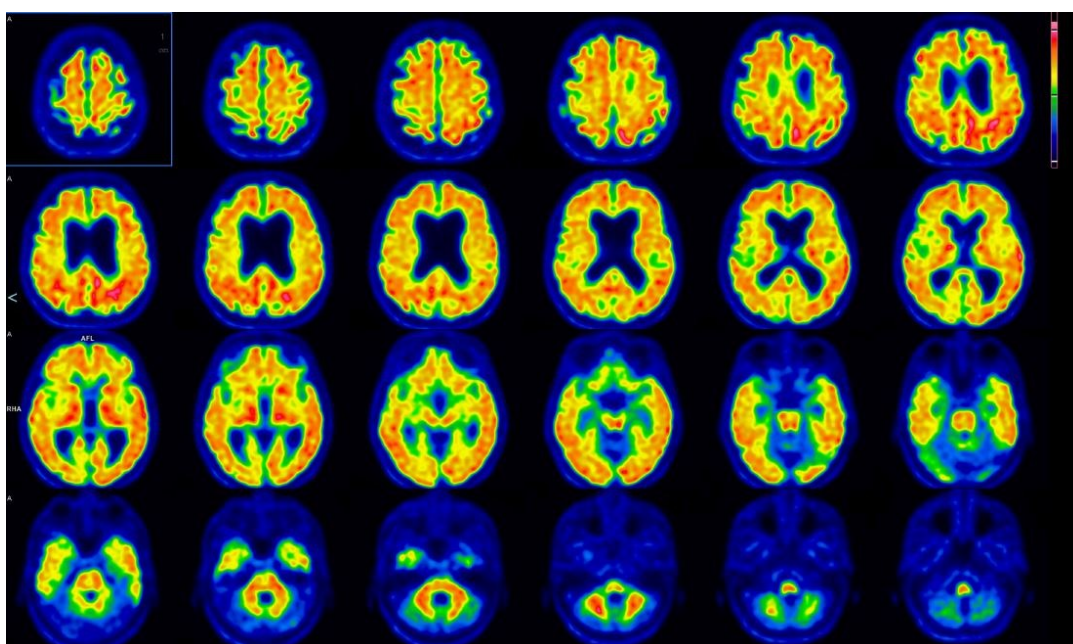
esempio di immagini PET qualitativamente positive. F, 70 anni, CL= 103,30
